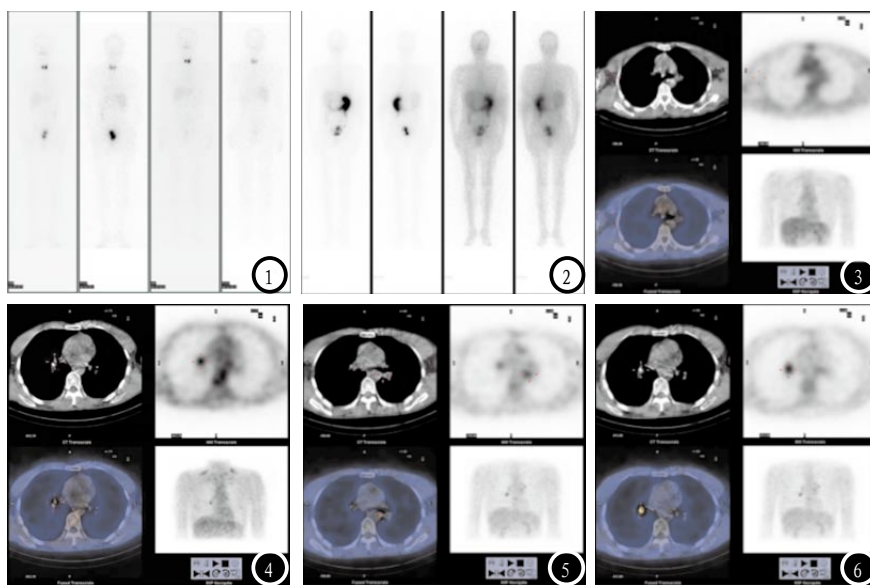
图1为甲状腺乳头状癌术后患者 ^{131}I 治疗后 ^{131}I -全身扫描提示颈部摄碘灶考虑为术后残留甲状腺组织显影; 图2为多次 ^{131}I 治疗后全身显像未见明显异常摄碘病灶, 结合患者一直甲状腺球蛋白抗体(为分化型甲状腺癌特异性肿瘤标记物)明显高于正常, 提示体内存在甲状腺癌的残留、转移或复发病灶, 但病灶不摄碘, 考虑为病灶失分化, 建议择期行 ^{18}F -PET/CT显像, 了解病灶分别情况。图3为第一次 ^{18}F -PET/CT显像, 未发现明显摄取F18病灶。图4为 ^{18}F -PET/CT显像发现右侧肺门区代谢增高, 不排除右侧肺门区淋巴结转移性病变可能, 建议定期复查。图5-6为时隔半年再次复查 ^{18}F -PET/CT的显像结果, 发现双侧肺门区及纵膈见代谢增高灶, 结合居高不下的甲状腺球蛋白抗体, 考虑为双侧肺门及纵膈淋巴结转移性病变。
